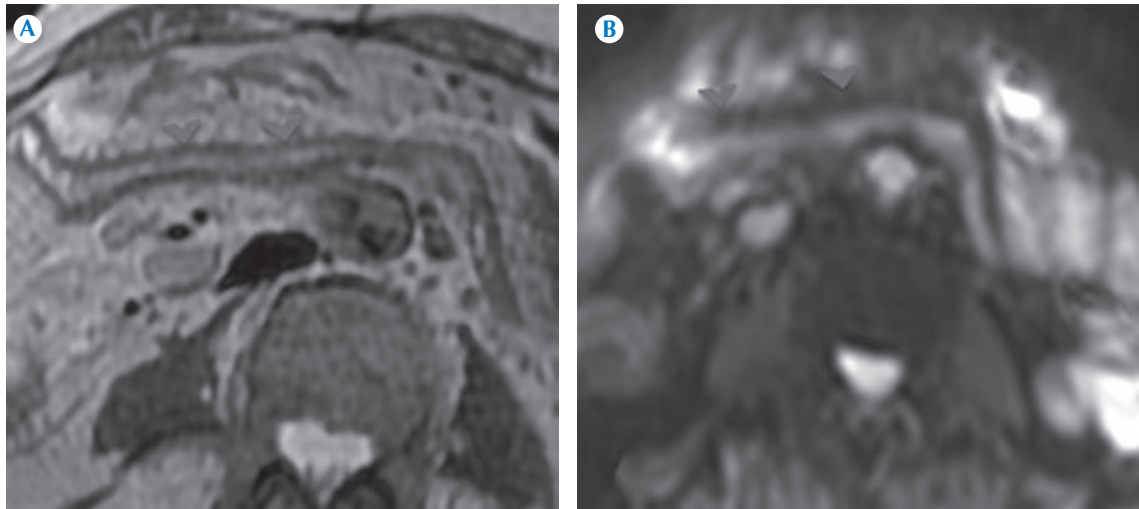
Hombre de 62 años de edad con enfermedad de Crohn, inactividad clínica y bioquímica. A) T2 SSFSE en apnea, plano axial: íleon distal con atrofia de la mucosa, pérdida de las válvulas conniventes (cabezas de flecha). B) Secuencia DWI 500-b sin evidencia de restricción tisular, lo que indica que no hay edema en la pared (inactividad) (cabezas de flecha).
